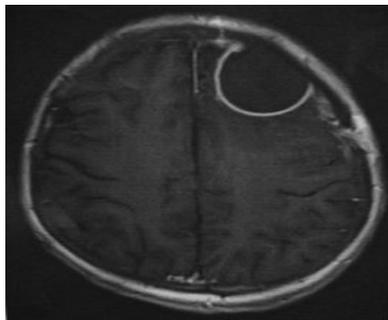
术后 40 d MRI 轴位 T₁ 像, 可见左额部类圆形长 T₁ 信号影, 大小约 3.2 cm × 2.8 cm, 边缘环形强化
